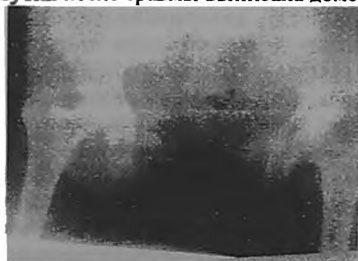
Рентгенограмма таза пациентки А., в прямой проекции при поступлении. Определяются: перелом боковой массы крестца справа, обеих ветвей левой лонной кости.
